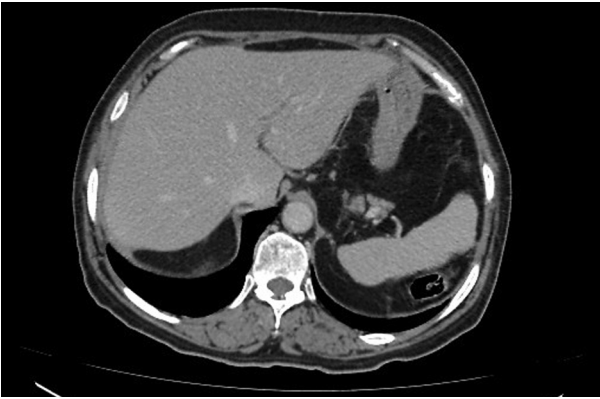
Aksiyel BT’de kolonun anterior hepatodiyafamatik interpozisyonu izlenmektedir.
